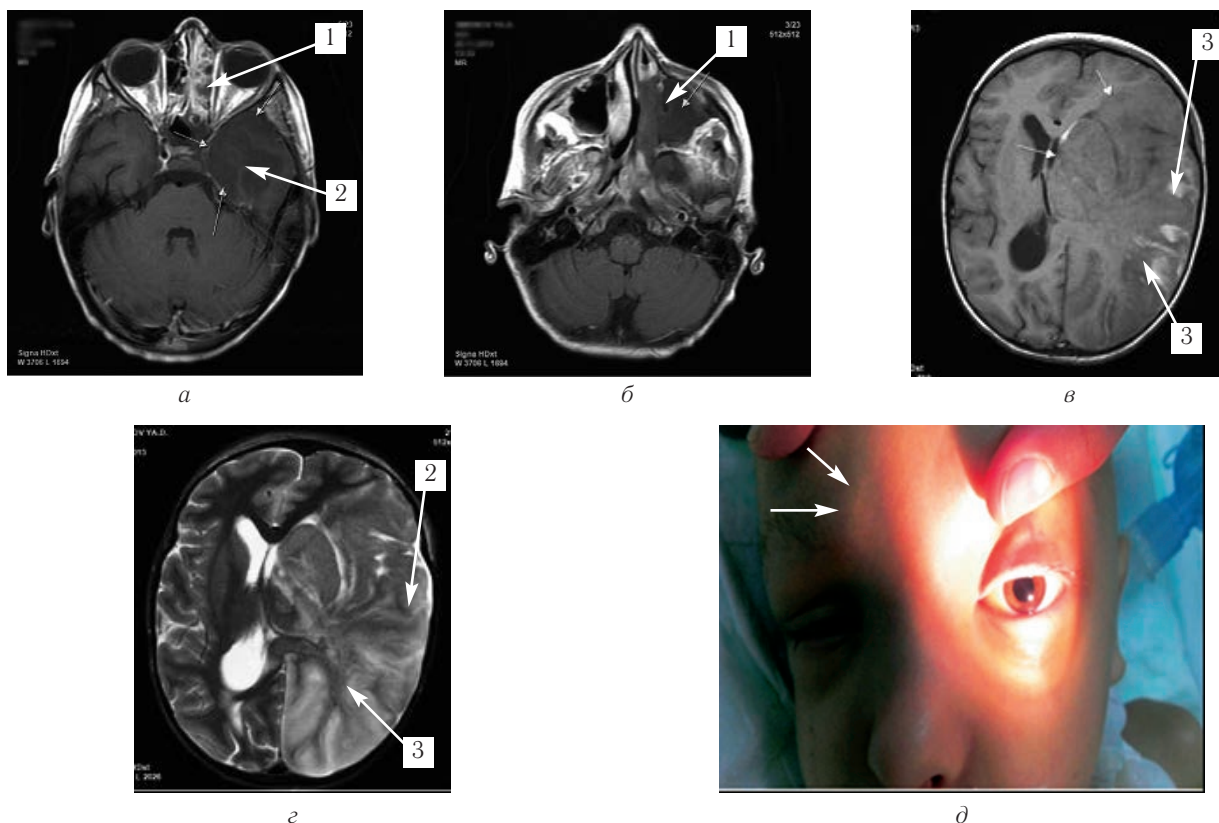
Пациент С. Я., 5 лет. Рино-церебральный мукомикоз, вызванный *Lichtheimia corymbifera* МРТ. а, б — постконтрастные Т1-ВИ на 3-и сутки от начала ХТ. в — Т1-ВИ, г — Т2-ВИ через 2 недели. д — паралитический мидриаз слева. Инфильтрация по ходу стенок околоносовых пазух, полости носа, отделов носоглотки слева (1), отек левой височной доли (2) с распространением на левую гемисферу (3) показаны стрелками.
